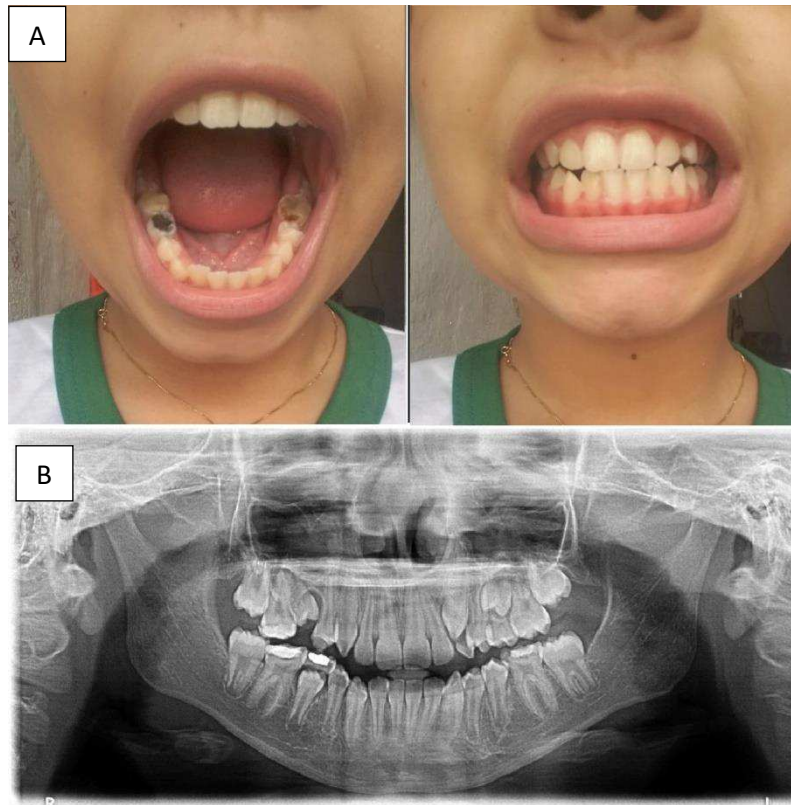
A: Imagem intra oral oito meses após a cirurgia, evidenciando o elemento 35 já em posição; 6-B: Radiografia panorâmica de controle nove meses após a cirurgia, evidenciando neoformação óssea na área previamente ocupada pela lesão.
